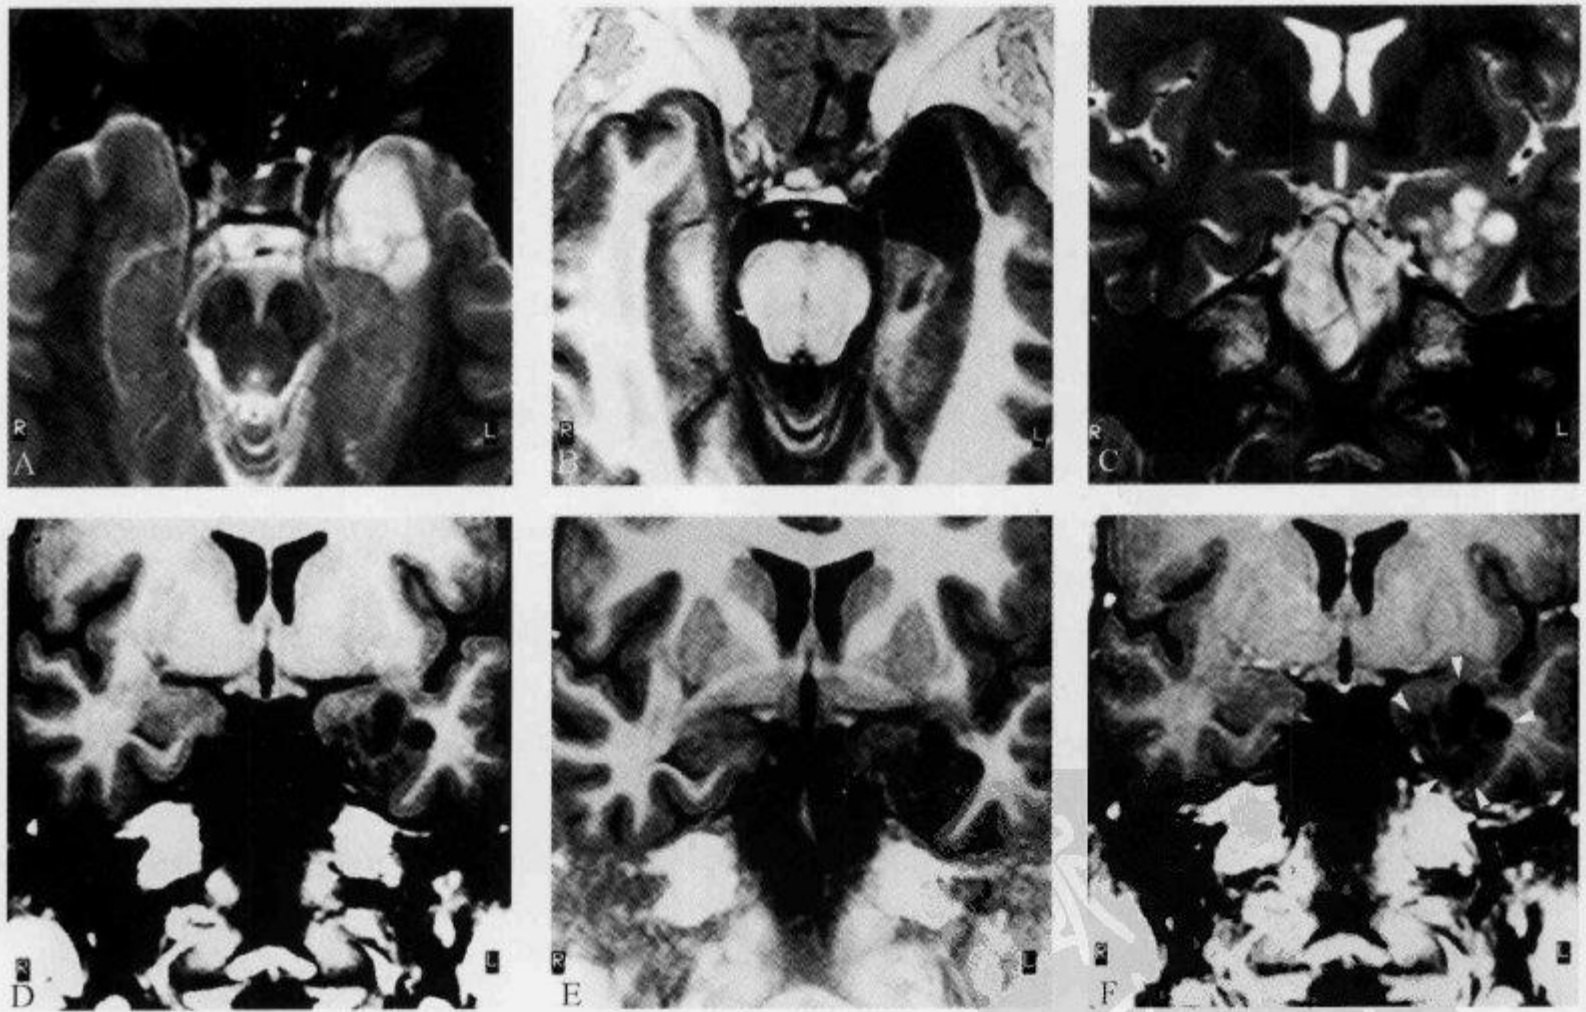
MRI 示“三角征”及“瘤内分隔”
